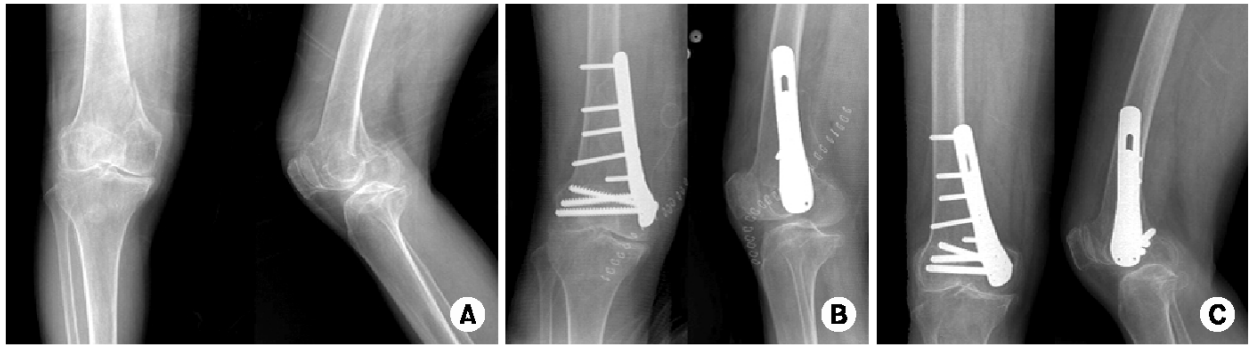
(A) Preoperative radiographs show posterior displacement and valgus deformity of medial condyle of 70-year-old woman with right femur medial condyle fracture after slip down. (B) Immediate postoperative radiographs show the plate fixation using lateral anatomical plate of opposite side through medial approach. (C) Postoperative 26 months radiographs show complete bone union, excellent by Schatzker's criteria, and 0~125° knee ROM.
